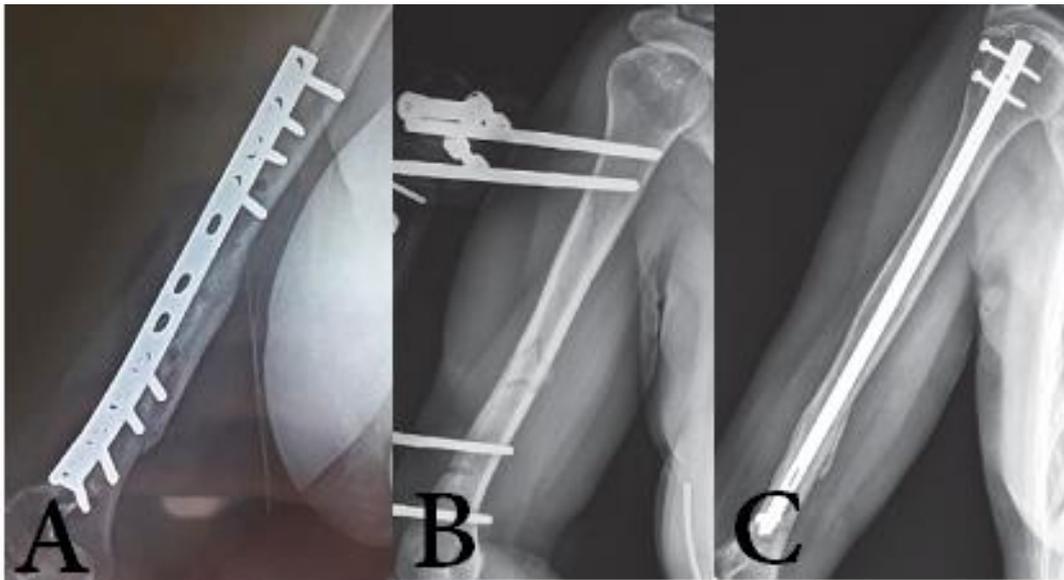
Radiographies des moyens de contention du foyer de pseudarthrose : A :
